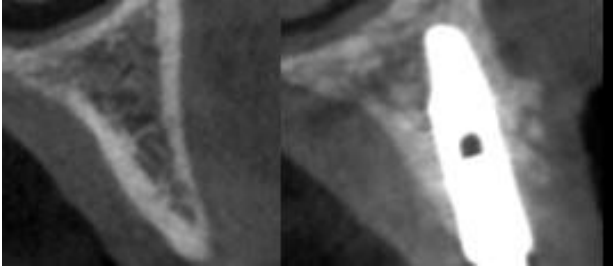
Tomografia inicial e final da região do 24.
